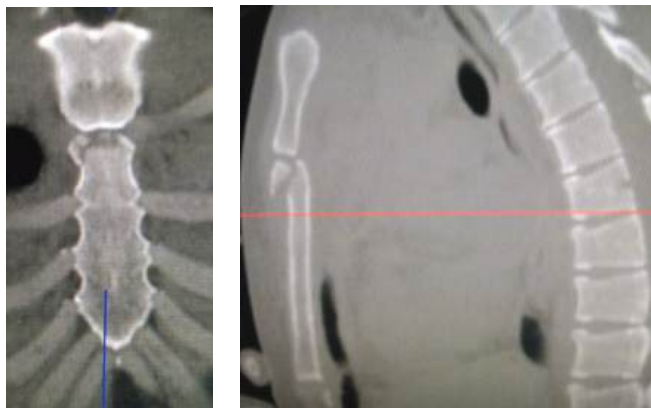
Краевой перелом тела грудины при закрытой травме груди. СКТ, фронтальный и сагиттальный срезы
